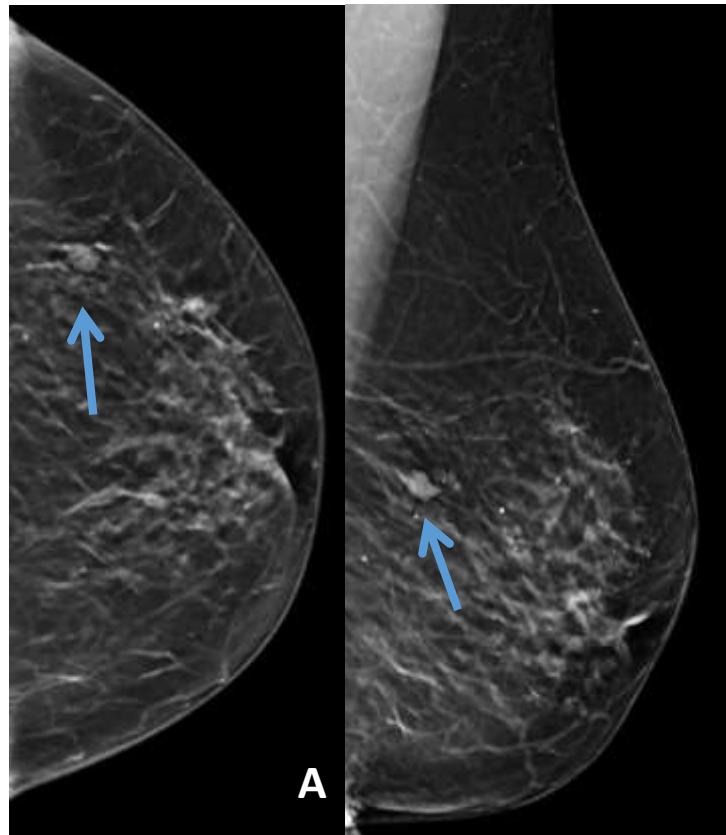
Mujer de 64 años con palpación nodular en mama izquierda. A) Mamografía con tomosíntesis: imagen nodular circunscrita de nueva aparición en unión de cuadrantes externos de la mama izquierda. B) Ecografía mamaria: se confirma la presencia de imagen nodular hipoeecogénica ovalada con bordes lobulados en UCExternos de la mama izquierda, por lo que ante sospecha de malignidad se realiza biopsia con aguja gruesa. C) Resonancia magnética mamaria: realce nodular bien definidos. El diagnóstico definitivo fue de infiltración por linfoma folicular de bajo grado.
